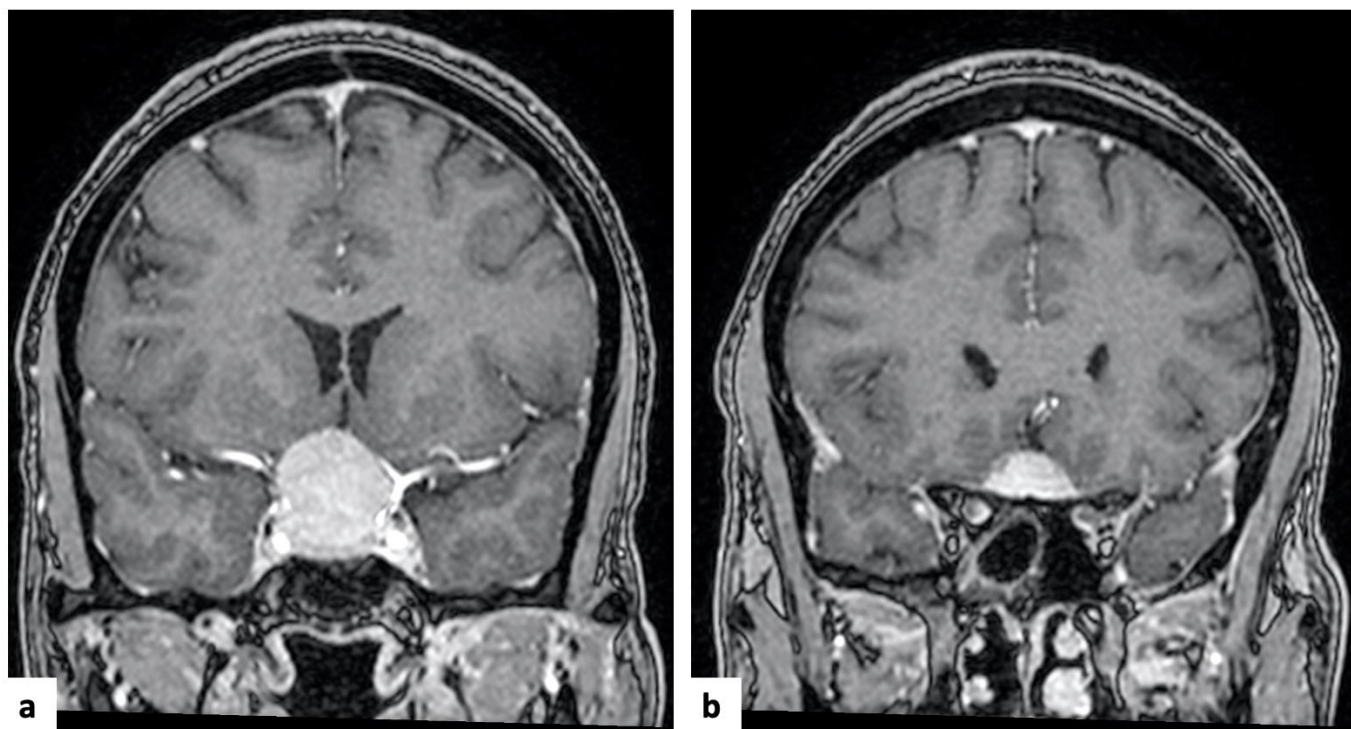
IRM cérébrale en coupes coronales et en séquence T1 après injection de gadolinium objectivant une lésion suprasellaire fortement rehaussée. Notons les rapports intimes de la tumeur avec les artères carotide interne et cérébrale antérieure gauche (a). Sur la seconde image (b) on constate que le nerf optique droit est refoulé en dehors.
